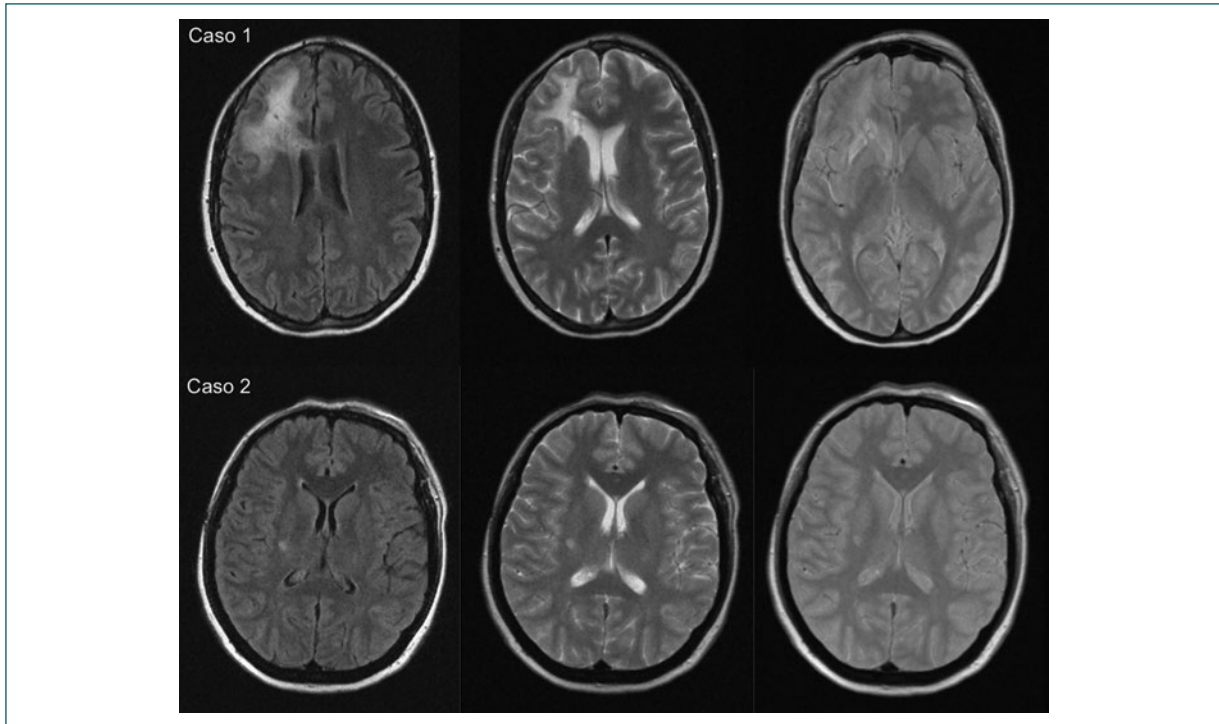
Imágenes de resonancia magnética correspondientes a los casos 1 y 2. Se observan lesiones de características comunes, que afectan a la sustancia blanca profunda, localizadas, unilaterales, hiperintensas en T1, hiperintensas en T2 y que no realzan con gadolinio, que se diferencian solo por su extensión.
